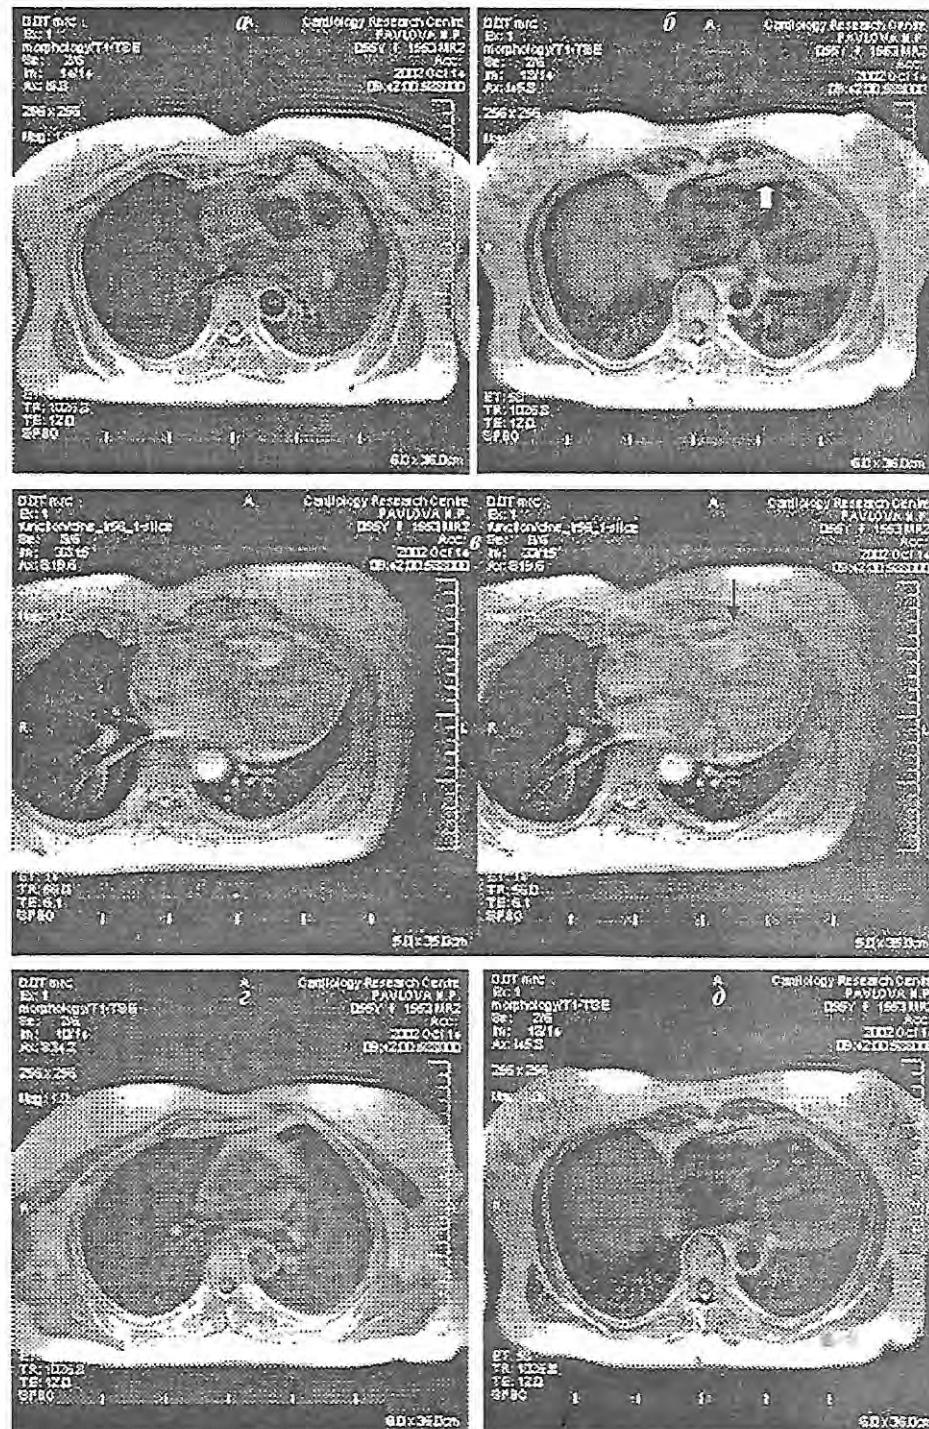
КТ сердца при АДПЖ: а - деформация грудной клетки и деформация ЛП, б - жировая инфильтрация миокарда, в - локальная дискинезия и истончение миокарда ПЖ, г - нормальный диаметр легочной артерии и аорты, д - увеличение правого предсердия и правого желудочка.
